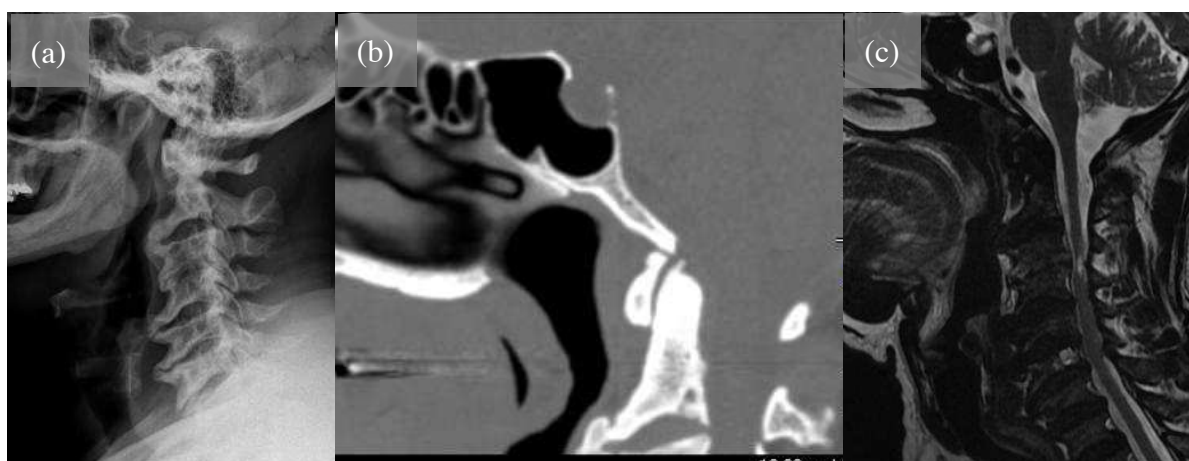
Osteoartrose atlanto-odontoide e alterações degenerativas da coluna em paciente com 65 anos de idade, displasia espondiloepifisária e lesão da medula espinhal no plano dos corpos vertebrais de C2 e C3: radiografia (a), tomografia computadorizada (b) e ressonância magnética (c). Arquivo pessoal do autor.
